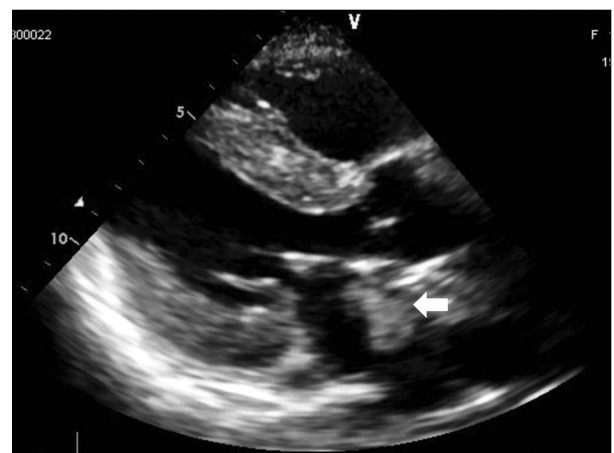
Echocardiography. Significant hypertrophy and bright twinkling echogenicity are observed. A thrombus is also noted in the left atrium (arrow).
